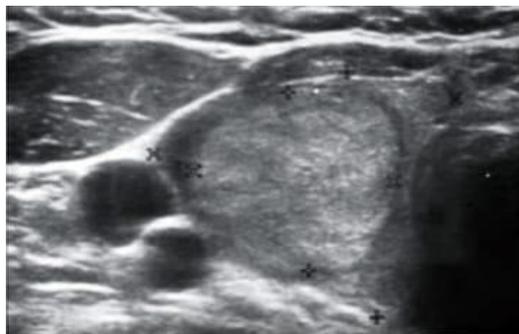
Se observó en el ultrasonido nódulo sólido, parcialmente encapsulado con bordes mal definidos en su límite posterior.
